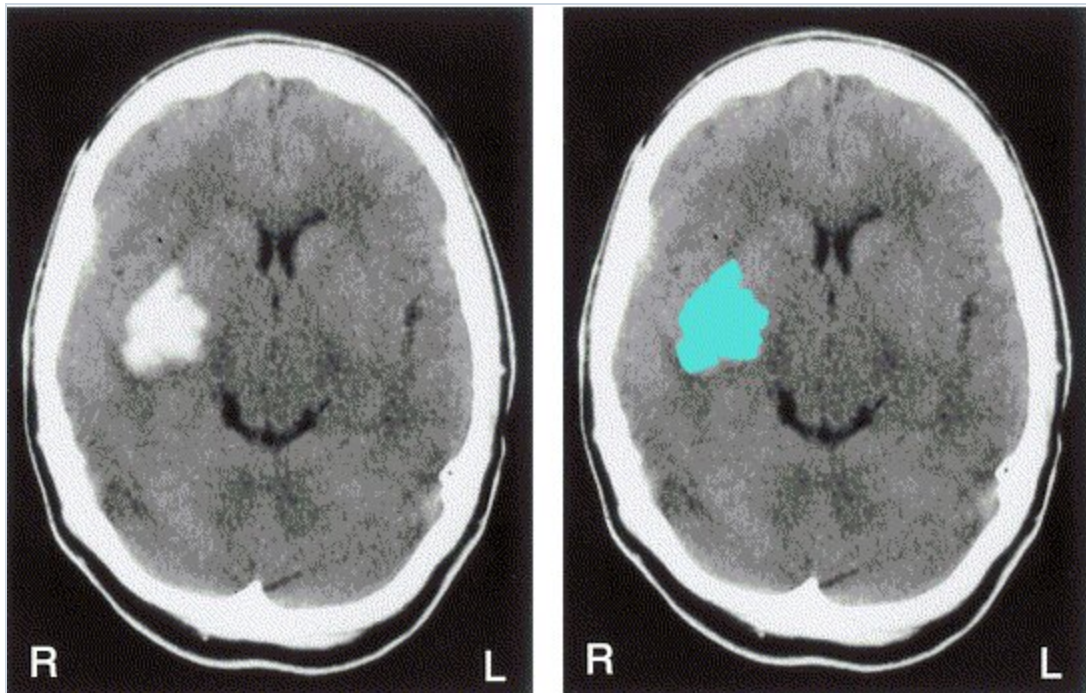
Hemorragia intracerebral: TC Patología clara de una hemorragia intracerebral en la TC. La TC muestra una gran hemorragia putaminal derecha (a), que se muestra en forma esquemática en azul (b) . El criterio para evaluación de los hematomas sigue siendo incierto. Las hemorragias mayores de 80 ml (calculadas por multiplicar la altura, ancho [medido en la TC] y profundidad [por el grosor de los cortes de la TC] de la hemorragia y dividido entre dos) suelen ser mortales. La cirugía parece estar contraindicada, en especial si el paciente está en coma profundo.
